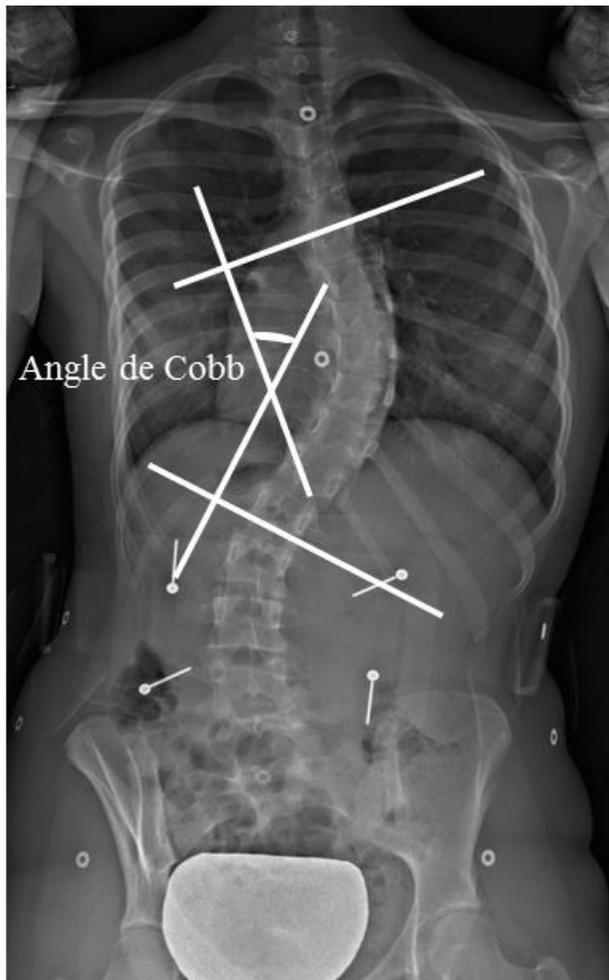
Mesure de l'angle de Cobb sur la radiographie postéro-antérieure du dos. (Radiographie dénominalisée fournie par l'Unité de recherche clinique en orthopédie du CHU Sainte-Justine, Montréal).
